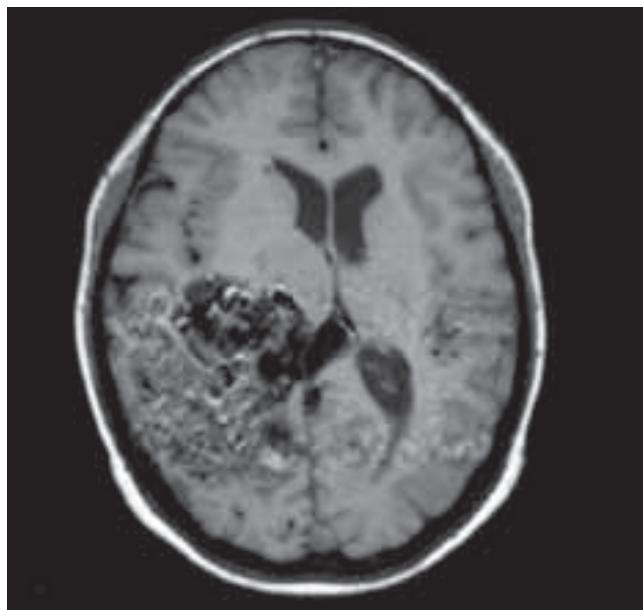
Estudio de resonancia magnética de cráneo axial en T1, el cual demuestra imagen compatible con incremento de la vascularidad a nivel de tercio posterior de lóbulo temporal, inferior parietal y occipital del hemisferio derecho, con grandes vasos de drenaje hacia la circulación profunda.
